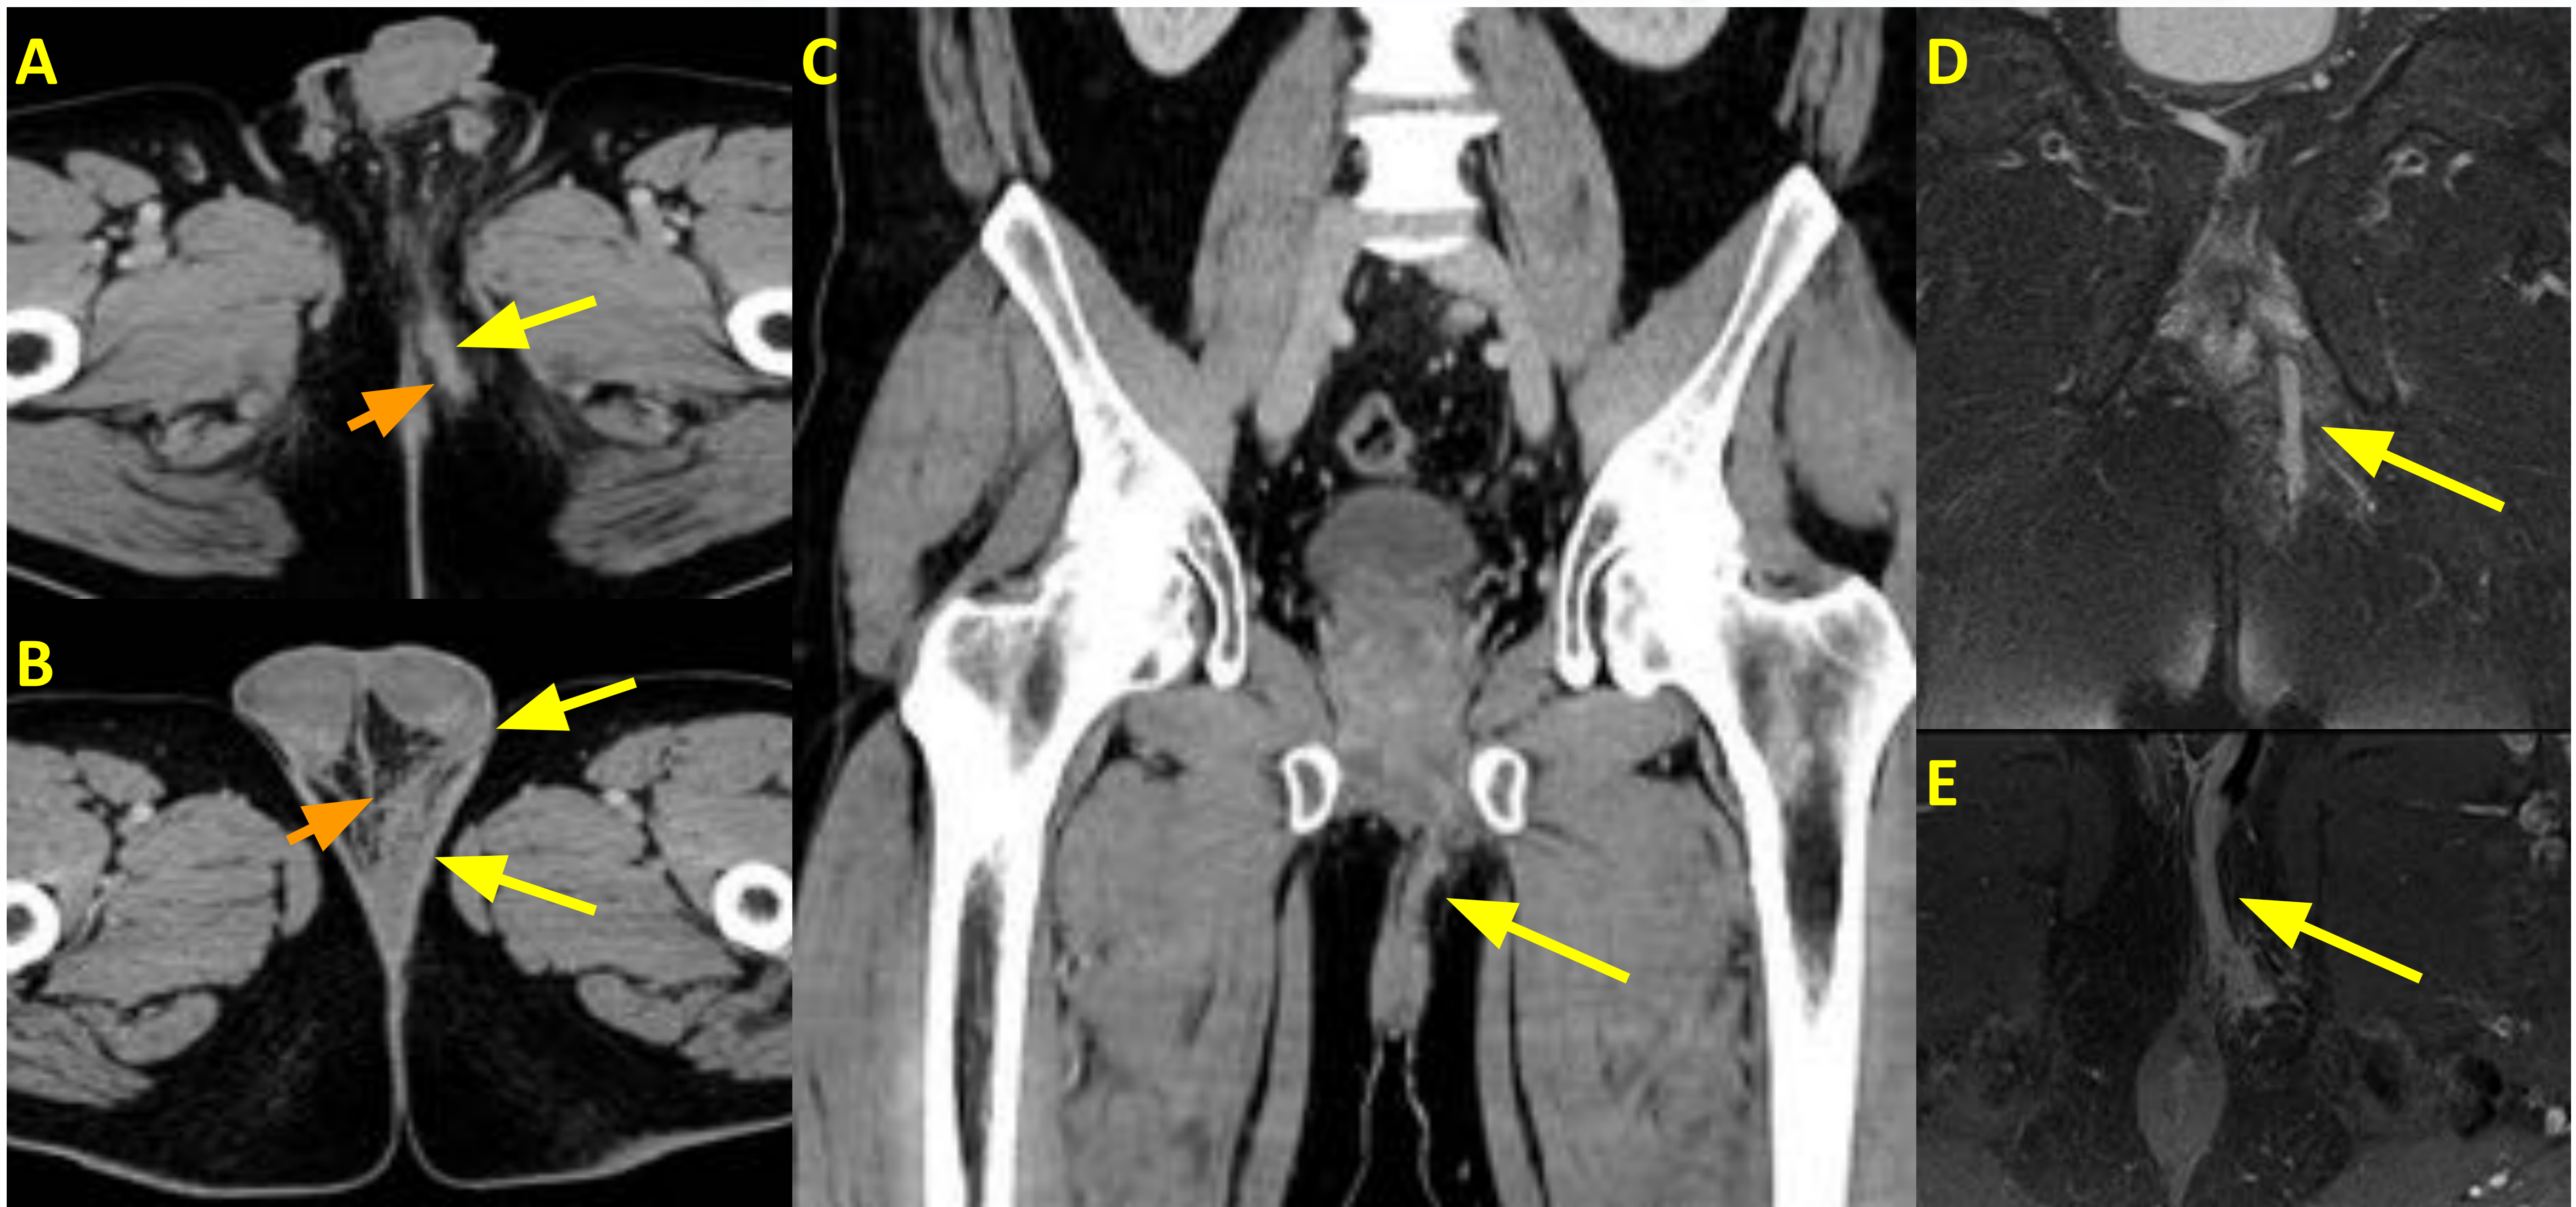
Fístula perianal con extensión a bolsa escrotal izquierda. El TC con contraste (A,B,C) muestra un componente de partes blandas de morfología lineal con origen a nivel del margen anterior del ano que se extiende anteriormente por el periné adyacente a la raíz del pene hasta la región escrotal homolateral (flechas amarillas). Se asocia reticulación de la grasa adyacente (flechas naranjas). La RM perineal (D,E) confirma la presencia de la fístula que acaba desembocando en la región escrotal izquierda.
